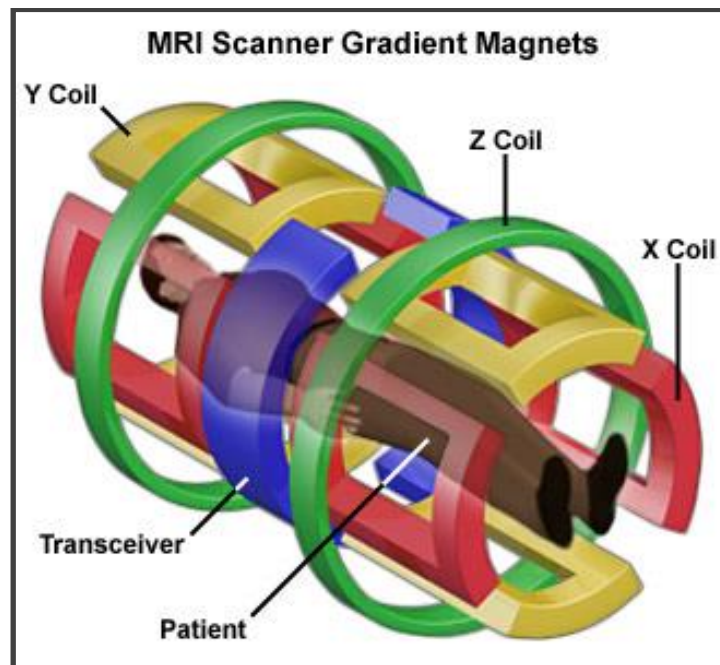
Gradientes de um equipamento de RM ([www.legacywww.magnet.fsu.edu](http://www.legacywww.magnet.fsu.edu)).
